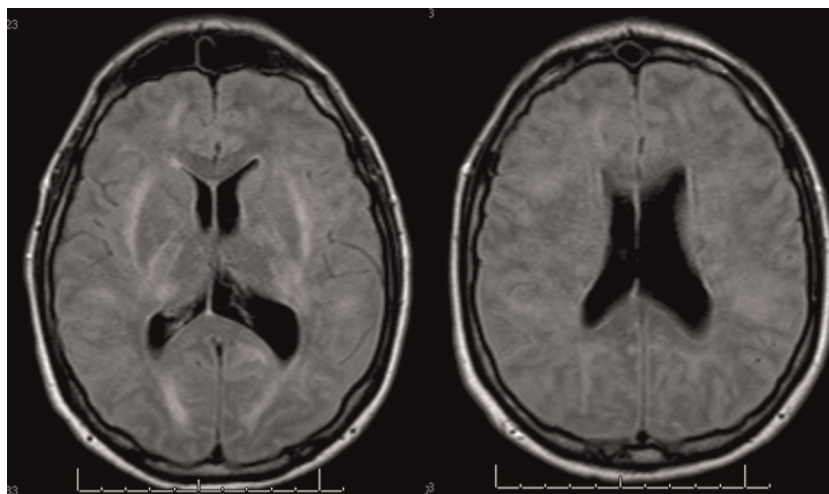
Hypersignaux FLAIR disséminés de la substance blanche, des centres ovales, linéaires au niveau des capsules internes, ne prenant pas le contraste, à l'origine d'un œdème cérébral diffus avec effacement des sillons corticaux et élargissement modéré du système ventriculaire.
